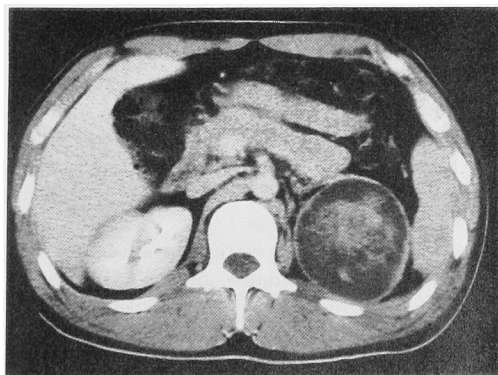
Case 2. Enhanced CT scan shows smooth surfaced cystic mass with mixed density area in the left kidney.
